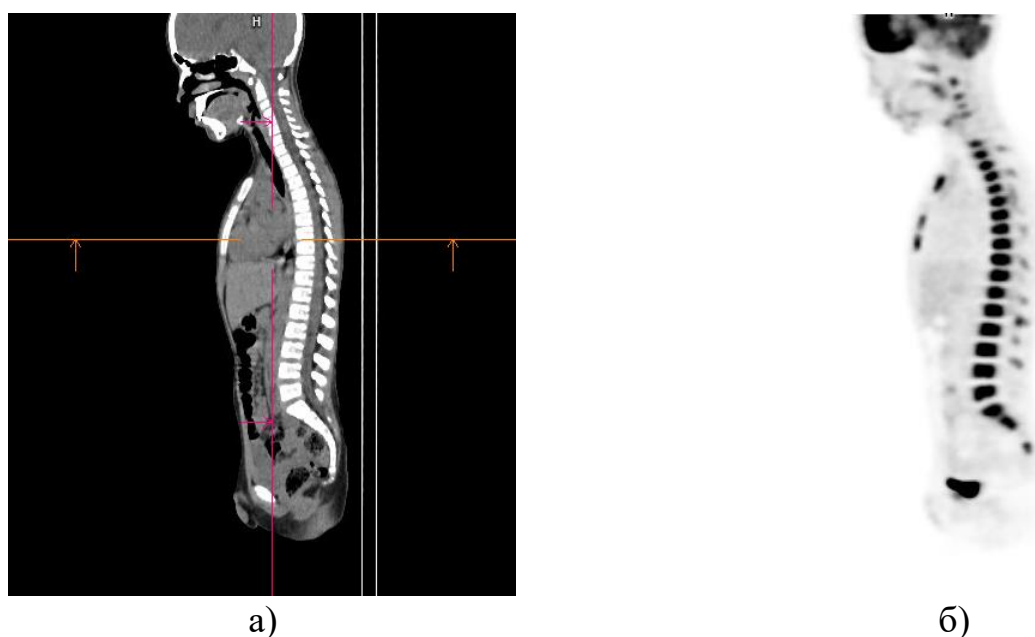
КТ компонента (а) та ПЕТ компонента (б) ПЕТ/КТ
